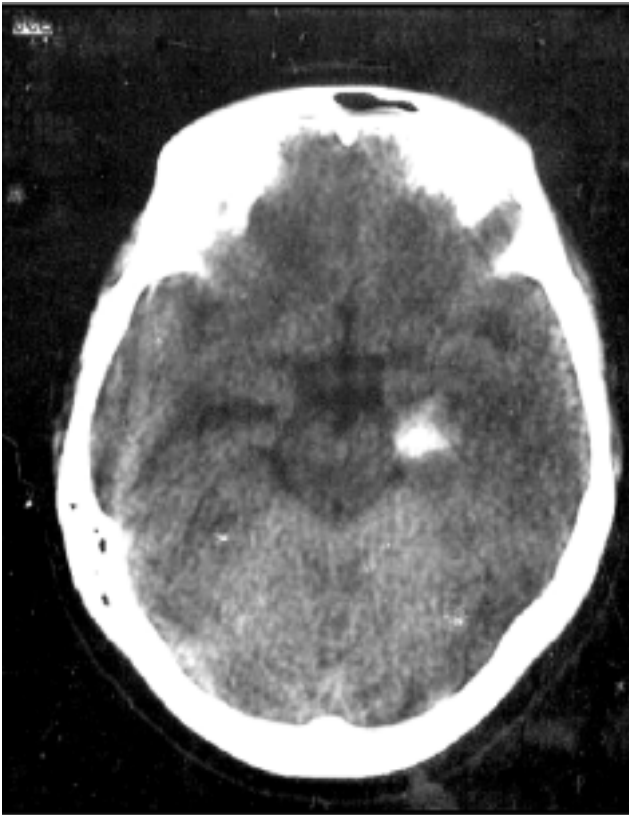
TAC de ingreso que muestra hematoma temporal izquierdo; colapso parcial de cisternas ambiens y crural (Fisher IV).
